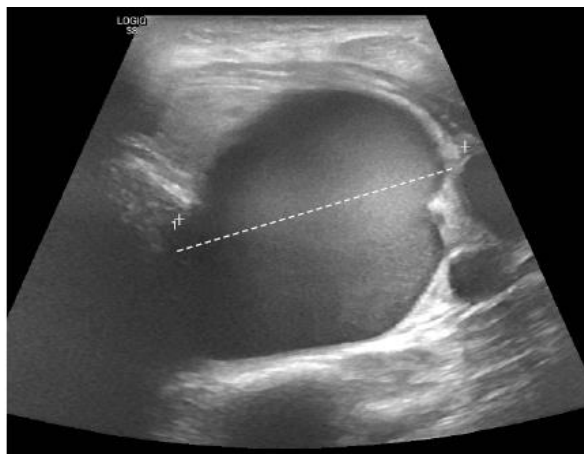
Ecografia cervical mostrando a lesão quística esquerda.
